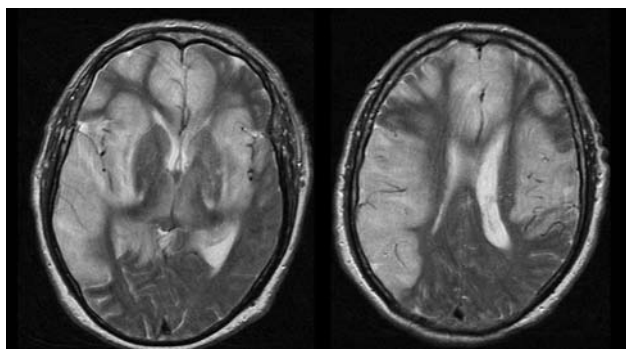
RM craneal sin contraste. La secuencia FSE potenciada en T2 en plano axial (a y b) muestra marcada hiperintensidad de señal en córtex y sustancia blanca subcortical, afectando de manera bilateral asimétrica a las estructuras del sistema límbico (ínsula, lóbulos temporales, hipocampos, parénquima frontobasal y giro cingular) y al parénquima de las convexidades; los ganglios basales se encuentran preservados. Se observa efecto masa con obliteración de los surcos y compresión del sistema ventricular.
